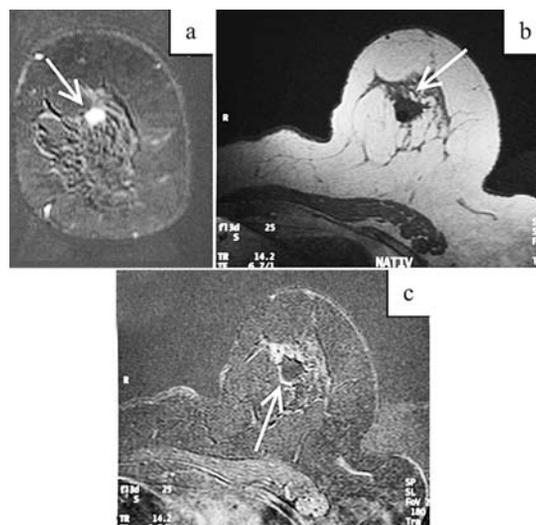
Imagem de RMM diagnóstica, pós-contraste, subtração, no plano coronal, evidenciando a lesão (seta) (Figura 5a), controle pós-BV guiada pela RM, plano axial pré-contraste (Figura 5b), e pós-contraste, subtração, demonstrando a cavidade (seta) onde previamente existia a lesão e um pequeno hematoma (seta) (Figura 5c).
